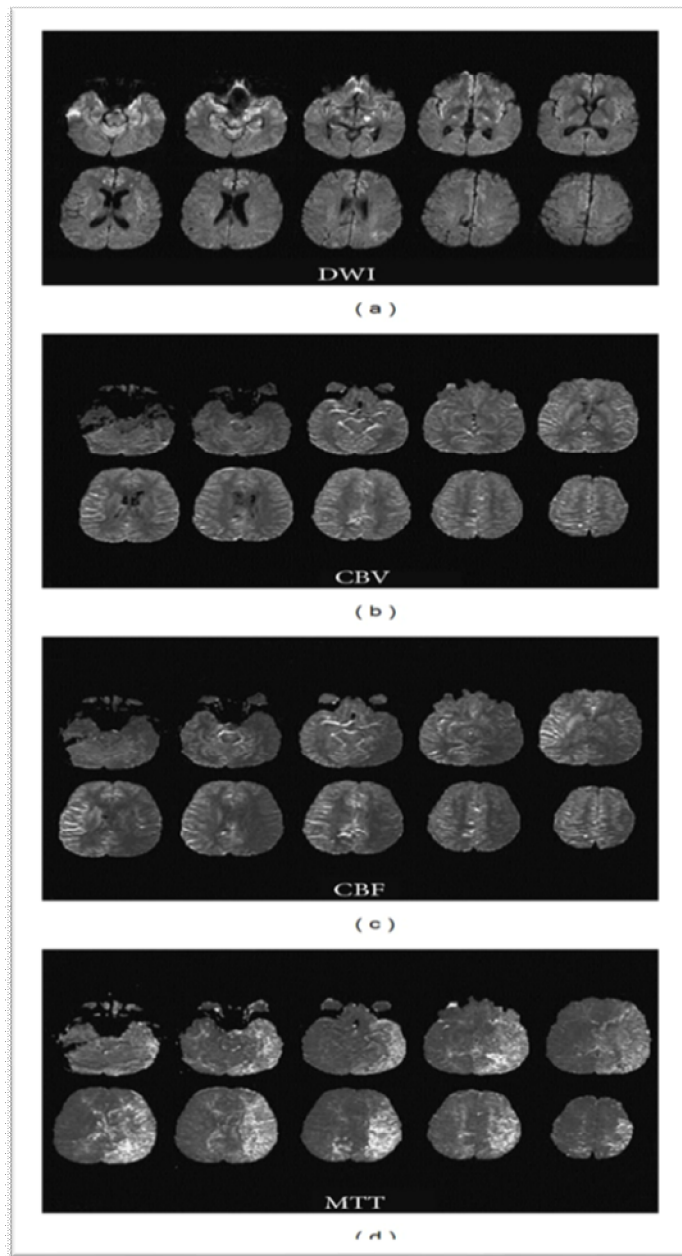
Imagerie par diffusion pondérale et IRM
